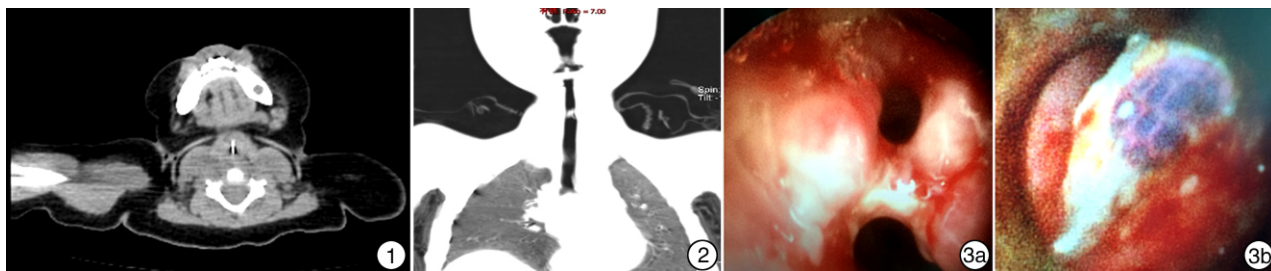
颈胸部 CT 示声门下鱼刺; 图 2 颈胸部 CT 三维重建示声门下异物; 图 3 0°内镜术中 3a:声门下肉芽将异物包裹;3b:清理肉芽后暴露声门下异物为塑料纸片。
